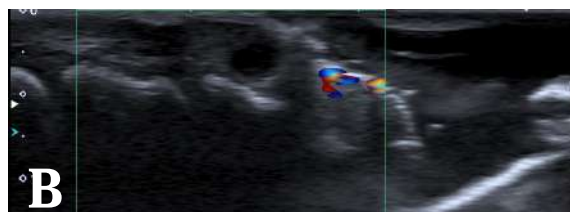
A) En la base de la uña del cuarto dedo del pie izquierdo, se observa una placa de 5 mm, de color negruzco, firme a la palpación e indolora B) Ultrasonido Doppler a color: lesión anecoica ovalada sin flujo en su interior, correspondiente a un quiste mucinoso ungular.
